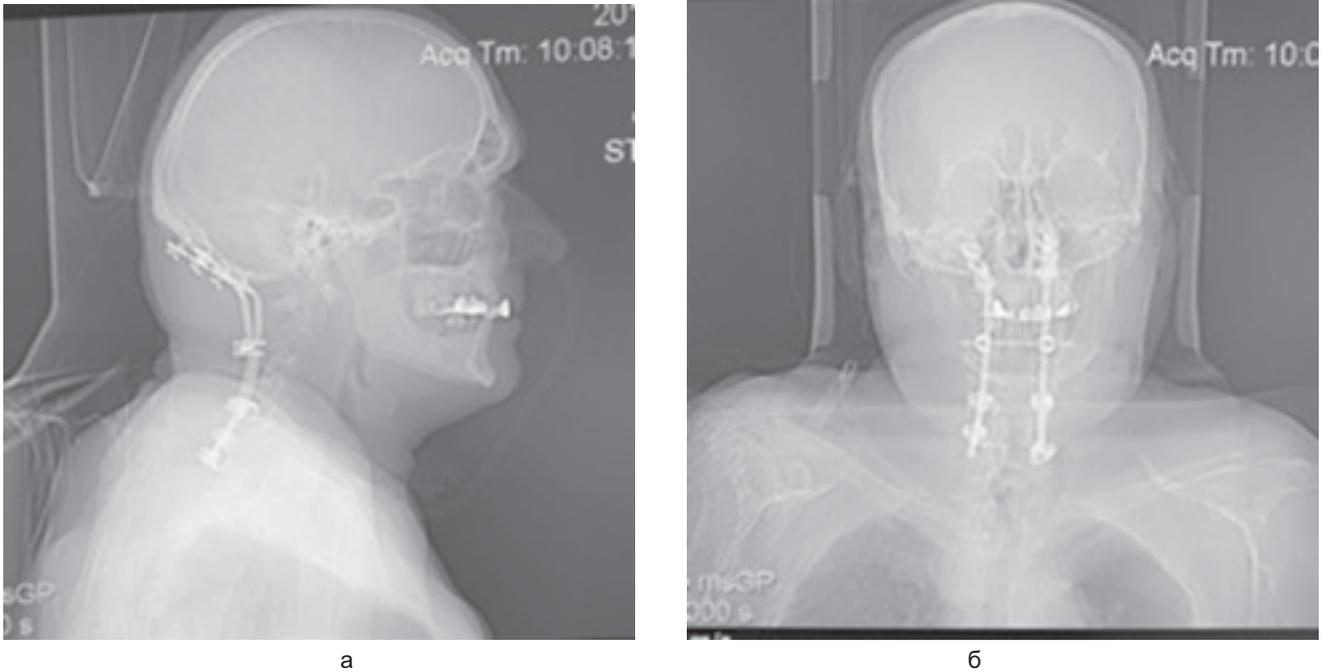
Контрольное КТ-обследование шейного отдела позвоночника на 5-е сутки после проведения первого этапа хирургического лечения: а — сагиттальная проекция; б — фронтальная проекция
